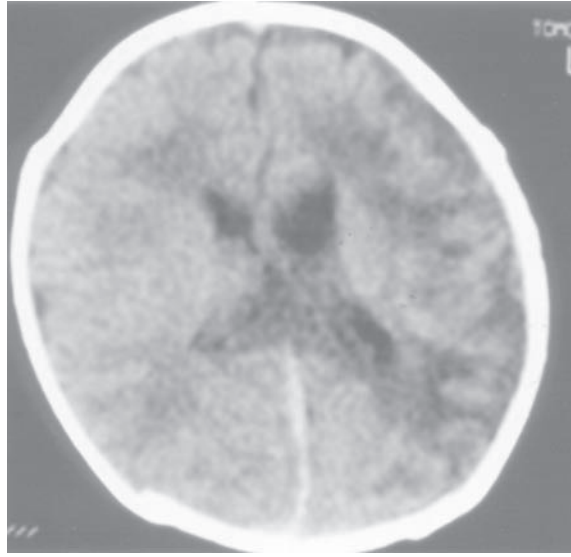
Bilgisayarlı beyin tomografide posterior interhemisferik fissürlerde subaraknoidal kanama görünümü.
